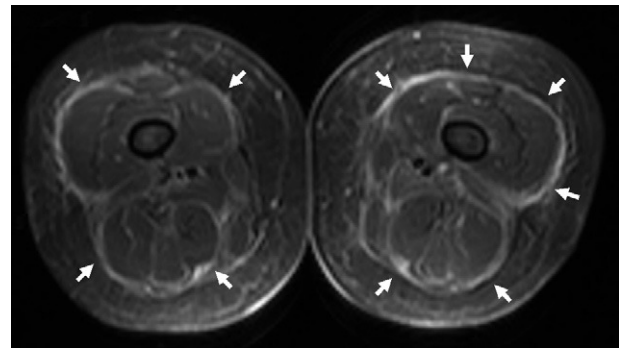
Resonancia magnética de miembros inferiores. Imagen axial STIR. Se aprecia una fascia muscular engrosada e hiperintensa (flechas).
